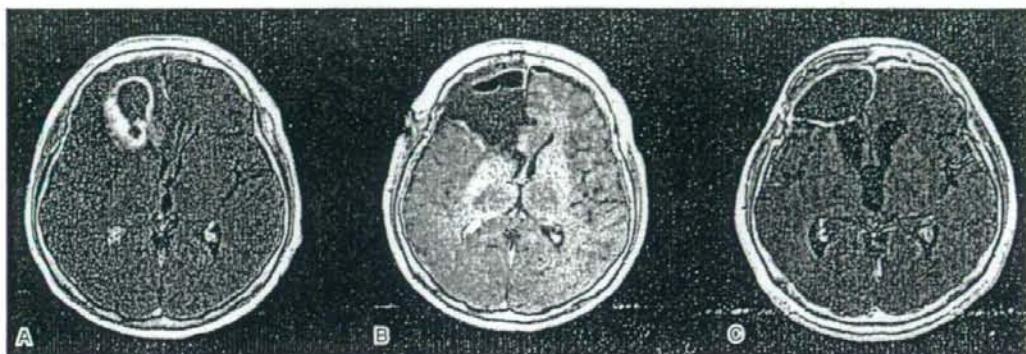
67F, GBM. A: MRI at recurrence. B: MRI at tumor removal. C: 24 cycles of TMZ was given for a patient and no new lesion was seen.
